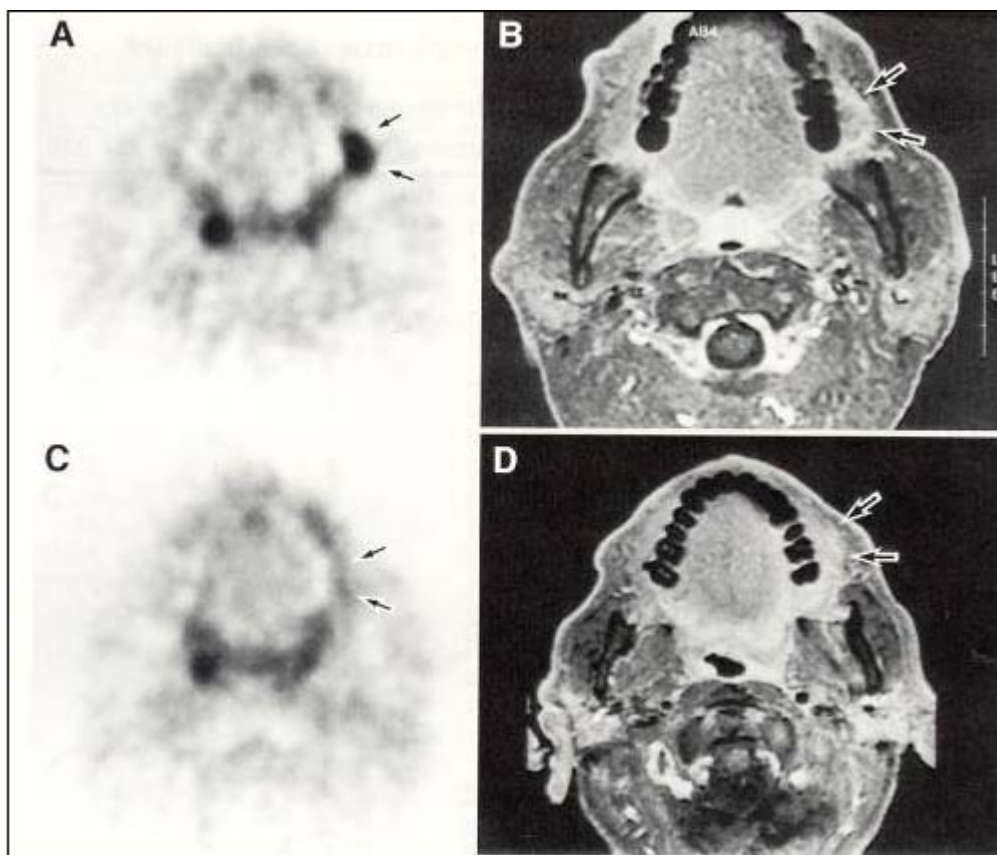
ФДГ-ПЭТ и МРТ при плоскоклеточном раке слизистой левой щеки:
